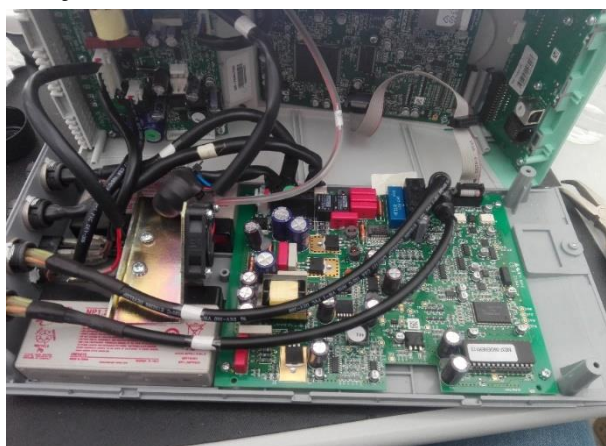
Interior do equipamento BTL-4000 Topline com gerador de ultrassons.
